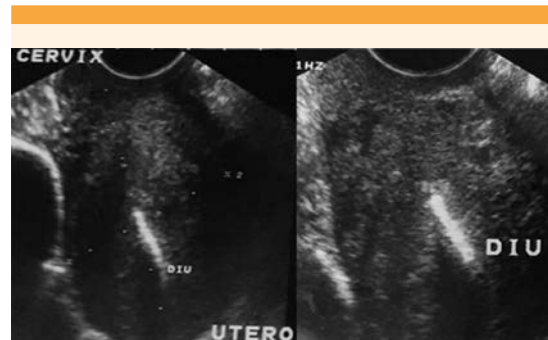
Ultrasonido 2D en el que se observa material hiperecoicógeno que llena la cavidad endometrial. Imagen ultrasonográfica característica de una metaplasia ósea de endometrio que mimetiza un dispositivo intrauterino.
